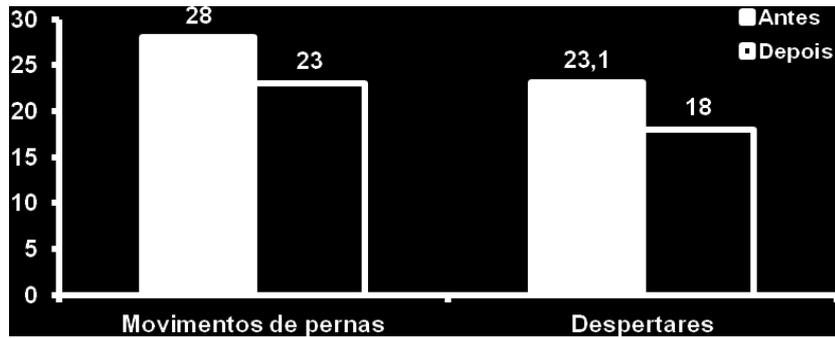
Avaliação dos Movimentos de pernas e Despertares noturno pré e pós-teste através da polissonografia. Método Estatístico Empregado: Microsoft Excel versão 2007 for Windows.
